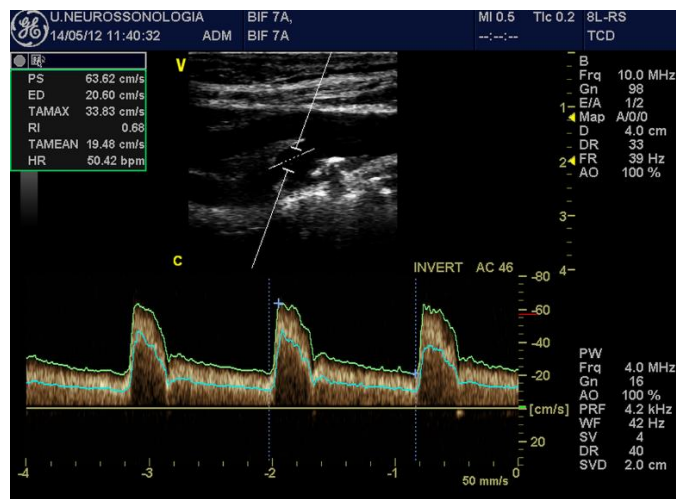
Modo Duplex - modo-B com modo Doppler Espectral, realizado para calcular a velocidade sistólica (PS), a velocidade diastólica (ED) e outros valores. De notar que o ângulo (AC) foi ajustado para 46°. Imagem adquirida para o estudo em específico.
